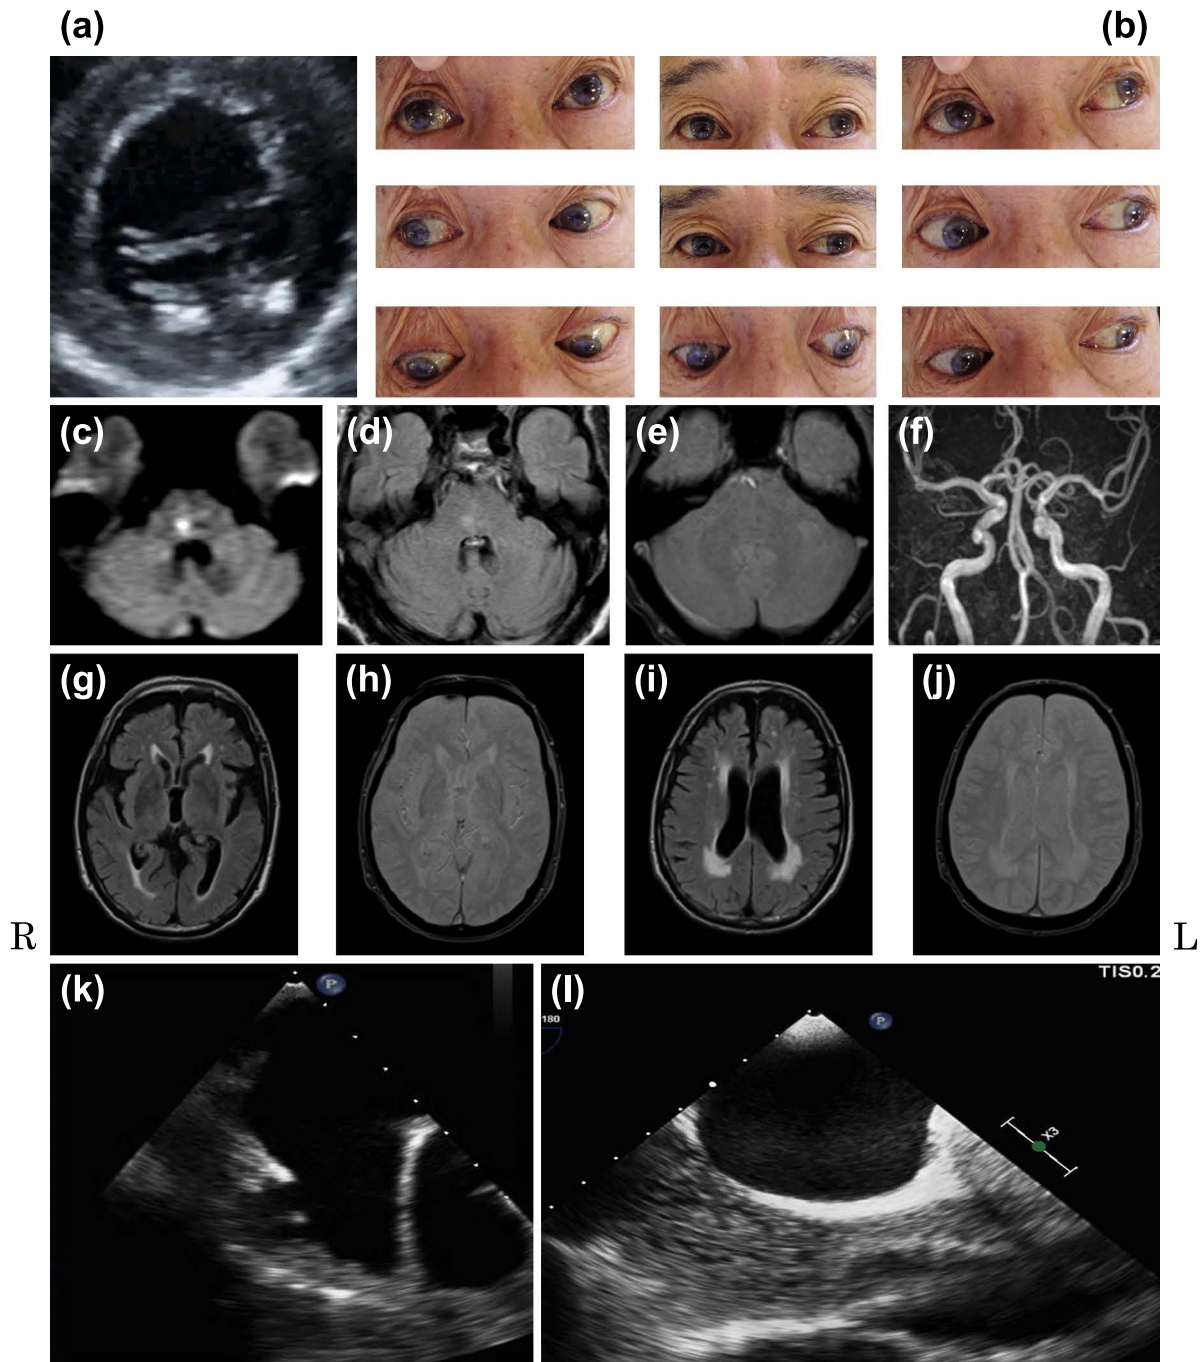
Transthoracic echocardiographic findings at fourteen days before an admission, photographs of eye movements and brain magnetic resonance imaging on admission day.
